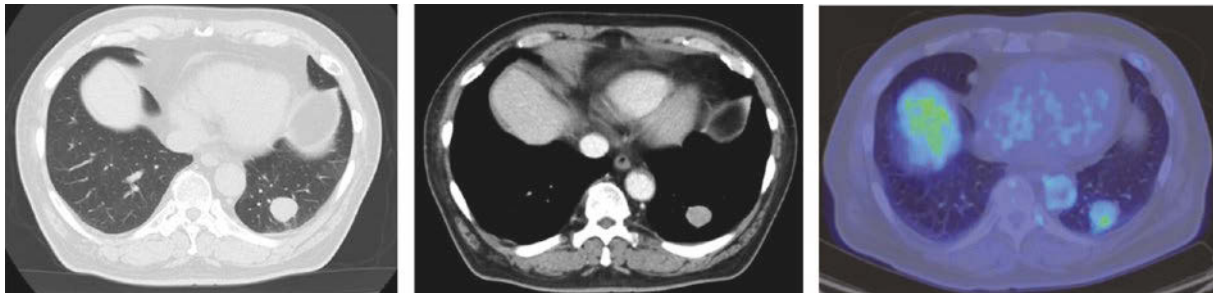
Chest computed tomography imaging on the first visit showed a smooth, well-defined tumor in the left lung lower lobe with low FDG accumulation.
